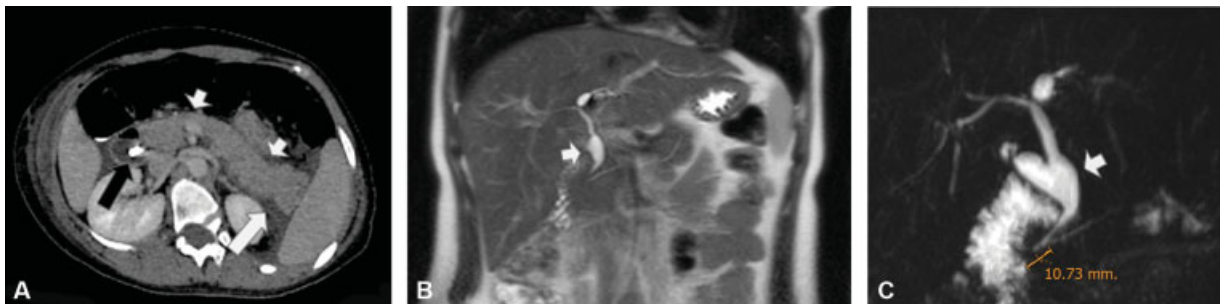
Mujer de 26 años con colecistitis aguda secundaria a litiasis. Intercorre con pancreatitis luego de CPRE. (A) Tomografía computada (TC) de abdomen con contraste endovenoso (EV), reconstrucción transversal donde se observa el páncreas aumentado de tamaño en forma difusa (flechas cortas) asociado a alteración de los planos grasos y líquido peripancreáticos (flecha larga). Stent en vía biliar (flecha negra). (B) Resonancia magnética (RM) de abdomen, corte coronal en secuencia ponderada en T2 que muestra una dilatación quística en el tercio medio del colédoco (flecha corta). (C) CPRM: Dilatación quística a nivel del colédoco medio (flecha corta) acompañada de un conducto biliopancreático común de 10,7 mm. Otra imagen quística se observa en relación al conducto hepático común izquierdo. Se le realizó una hepaticoyeyuno anastomosis y resección del quiste de colédoco.
